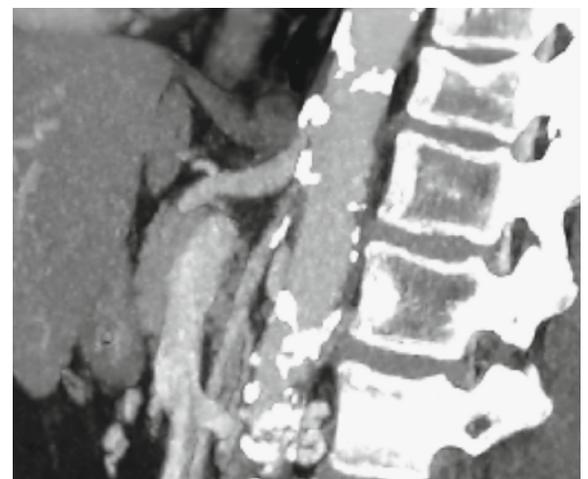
Deutliche Verkalkung der abdominalen Aorta und deren Abgänge in der CT-Darstellung.
